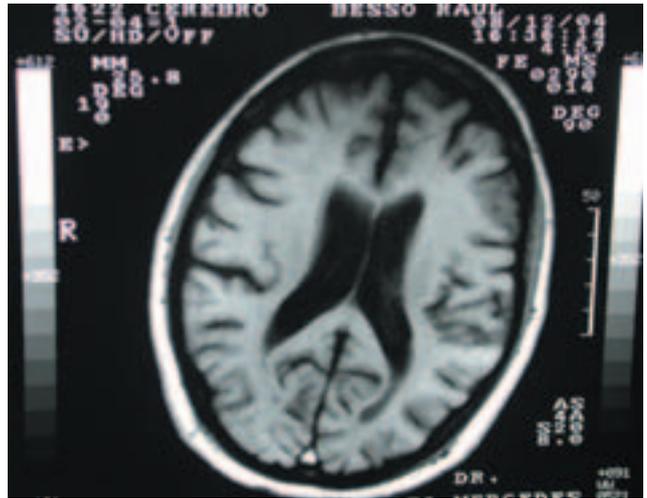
Resonancia nuclear magnética del encéfalo.
